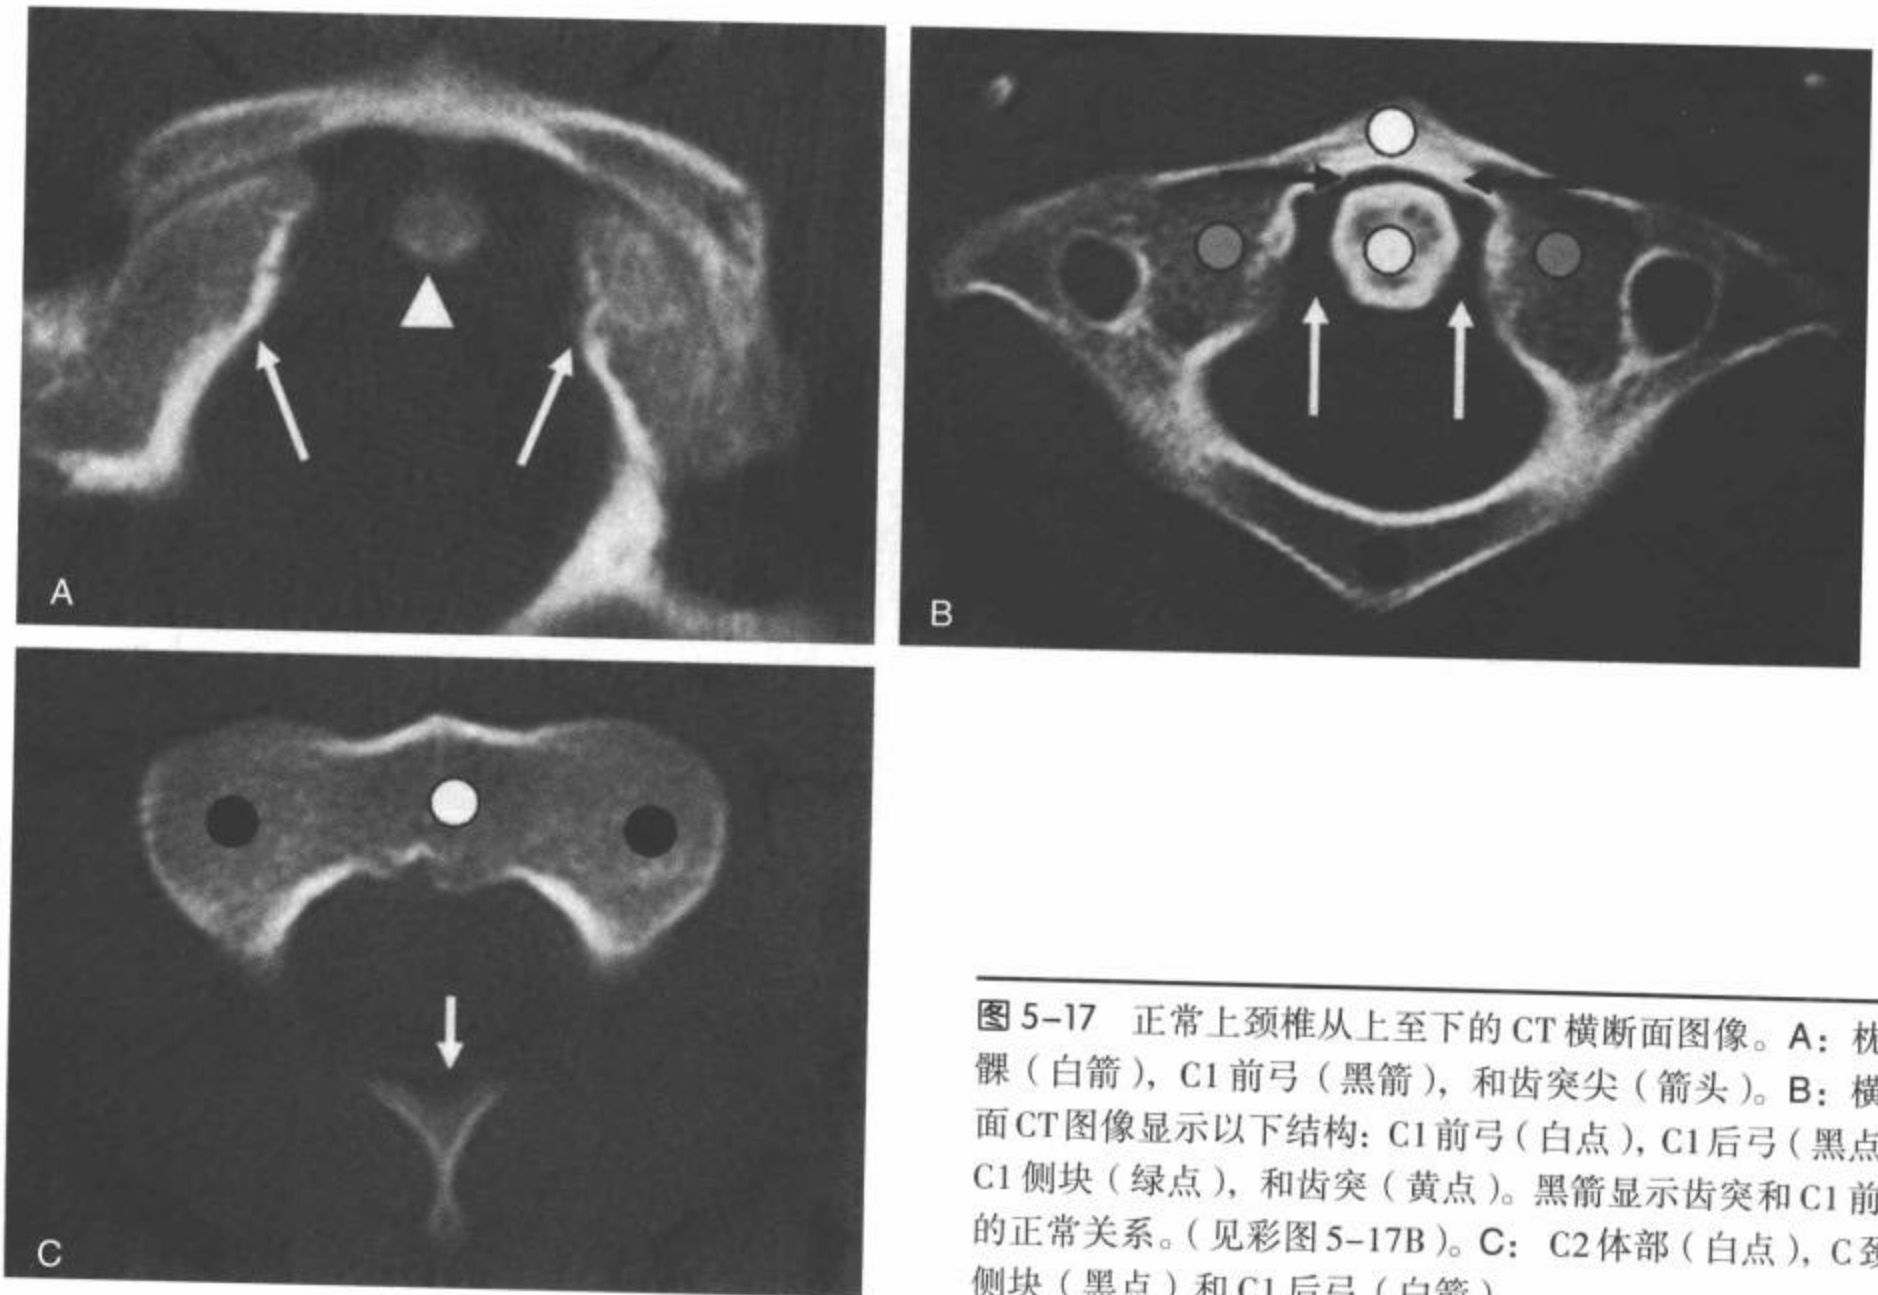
正常上颈椎从上至下的CT横断面图像。A: 枕骨髁(白箭), C1前弓(黑箭), 和齿突尖(箭头)。B: 横断面CT图像显示以下结构: C1前弓(白点), C1后弓(黑点), C1侧块(绿点), 和齿突(黄点)。黑箭显示齿突和C1前弓的正常关系。(见彩图5-17B)。C: C2体部(白点), C颈2侧块(黑点)和C1后弓(白箭)。
